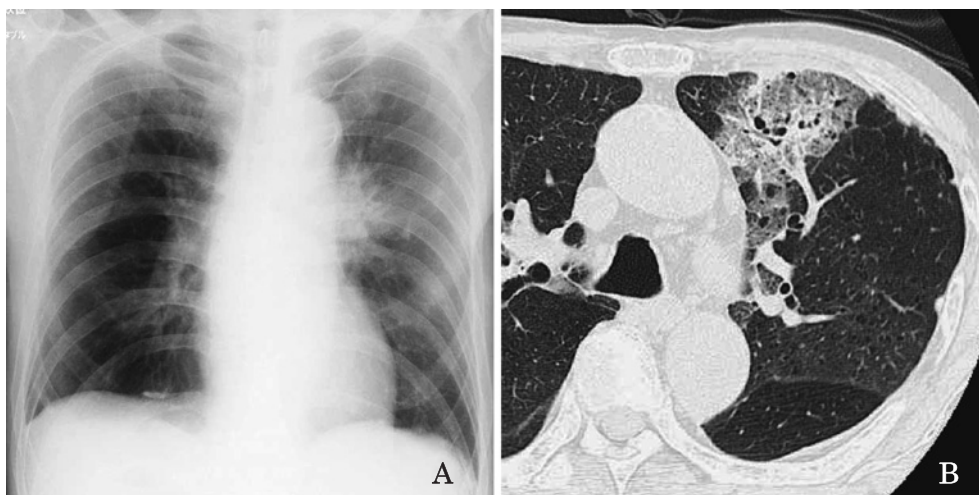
A: Chest radiograph on day 4 shows infiltrative shadows in the middle field of the left lung. B: Chest CT on day 4 reveals ground glass opacity in the upper lobe of left lung.
